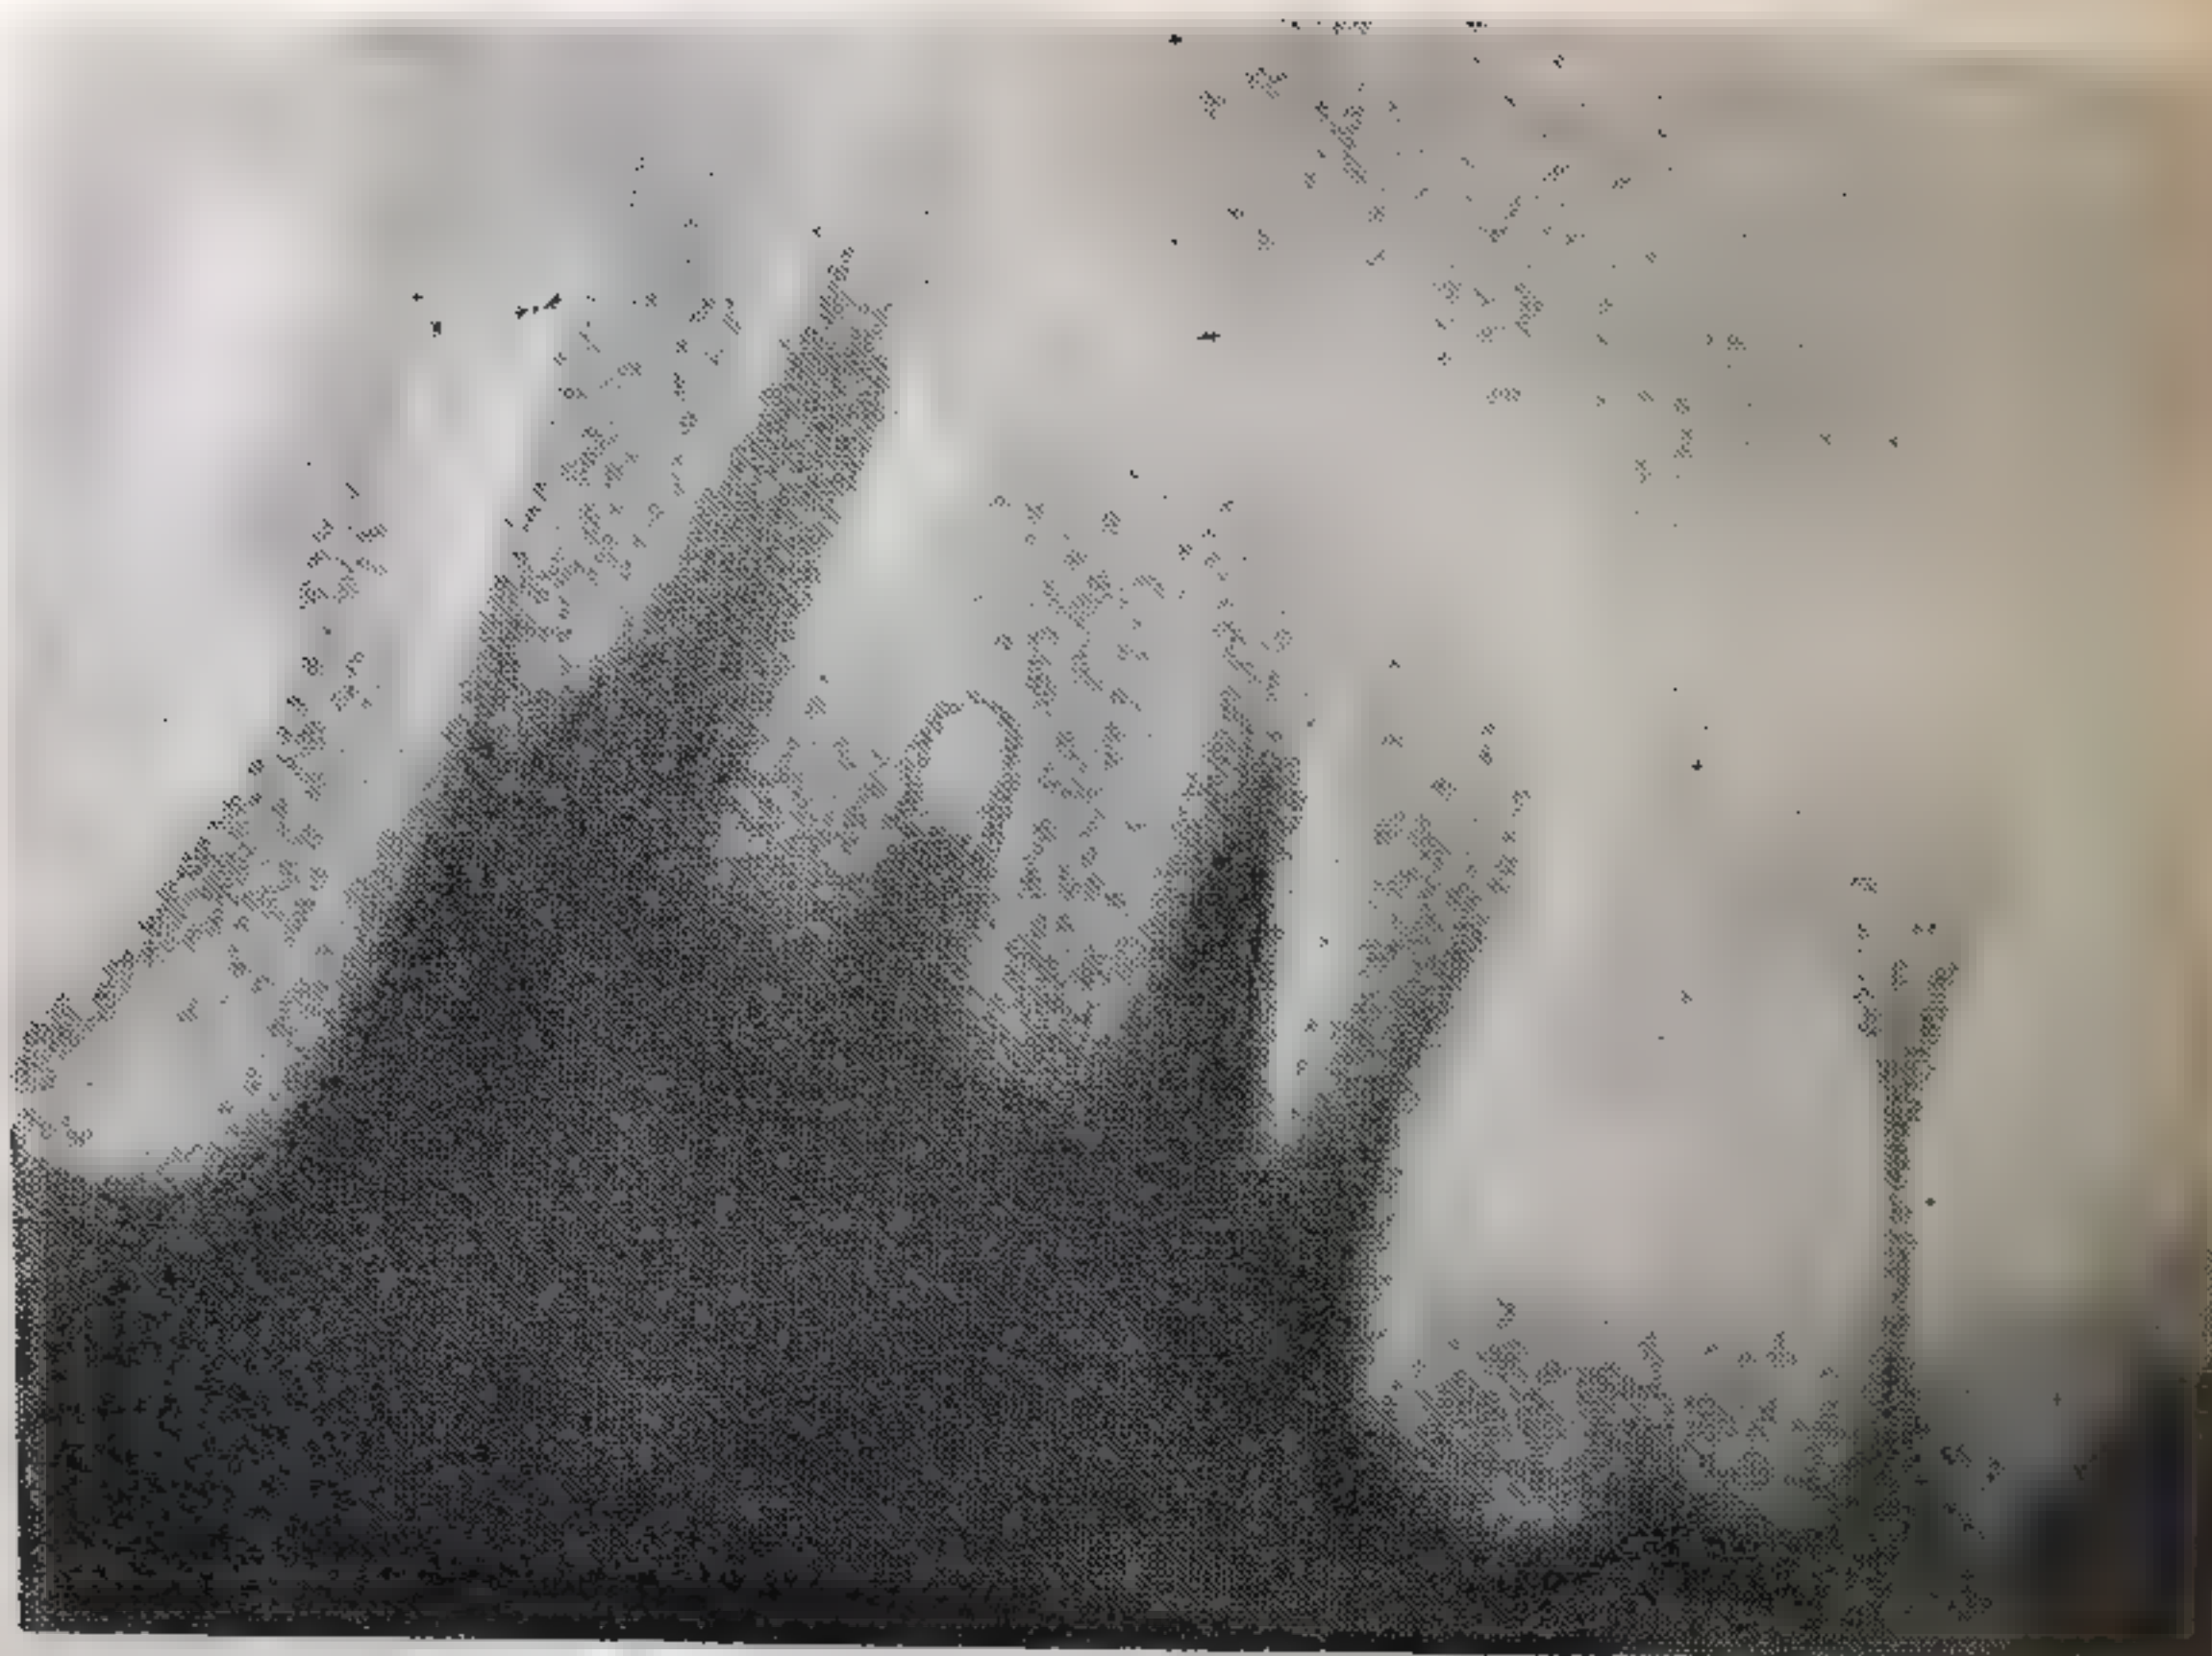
Травматическая потеря зубов при пародонтозе II (рентгенограмма). Свободные лунки — 35 Корень — 4; горизонтальная убыль костных краев лунок на $1/3$ — $1/2$ длины корня. Наблюдение 2.
